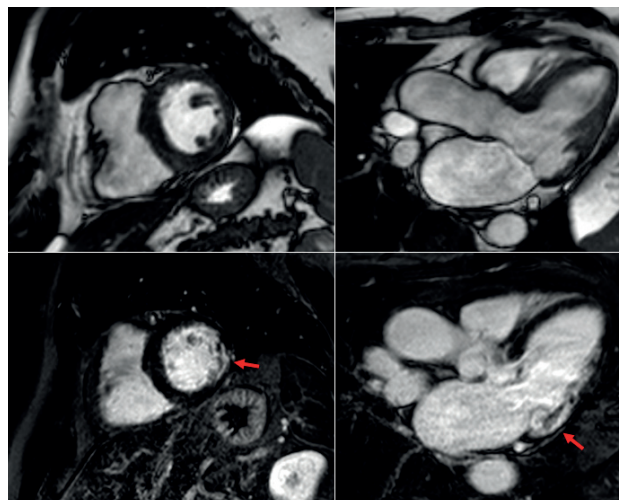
Cine- und Kontrast-MRT-Aufnahmen eines Patienten mit KSS-Erkrankung. Die roten Pfeile markieren die Herzmuskelbereiche mit Kontrastmittel-Anreicherungen, die wiederum einer Vernarbung entsprechen.
